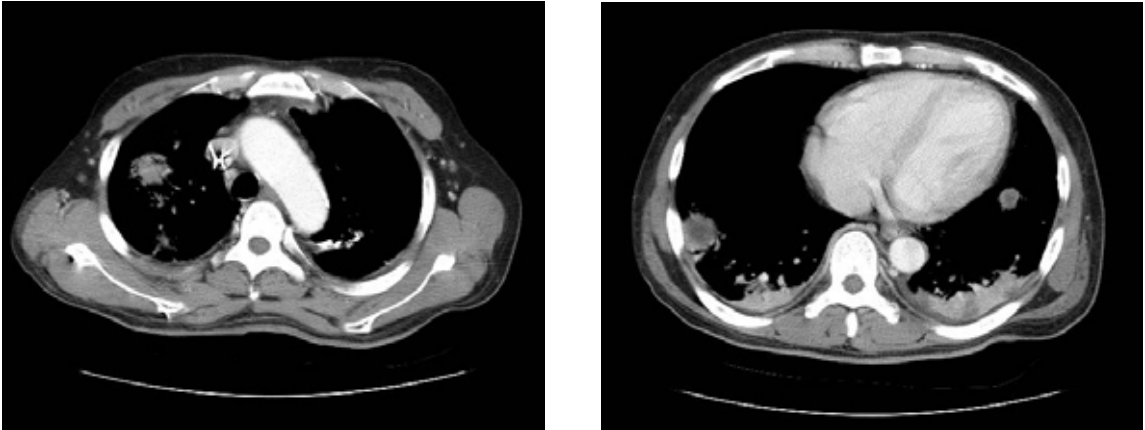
An enhanced chest CT shows multiple subpleural nodules with internal necrosis, cavitations and minimal pleural effusions of both lungs.
